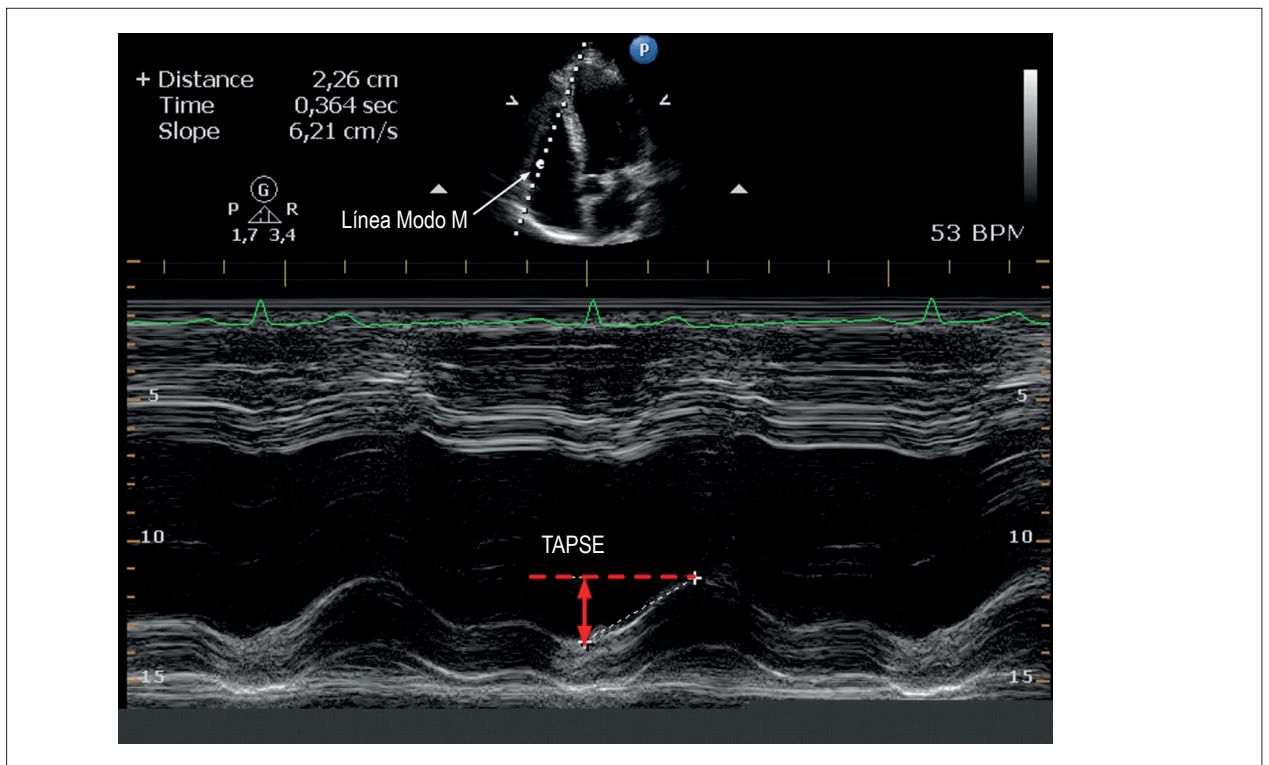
Determinación de la excursión sistólica del anillo tricúspide (TAPSE) usando la ecocardiografía modo M.
